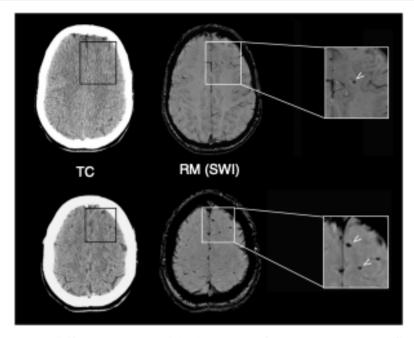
Hallazgos neurorradiológicos en un paciente de 26 años que presentó un traumatismo craneoencefálico leve. La tomografía computarizada (TC) cerebral, practicada a las 2 h del traumatismo, fue normal (Izquierda), mientras que la resonancia magnética (RM) craneal (derecha) practicada a los 10 días objetivó focos de alteración de la señal en la secuencia Susceptibility Weighted Imoging (SWI) (flechas), correspondientes a microsangrados indicativos de lesión axonal difusa leve.
